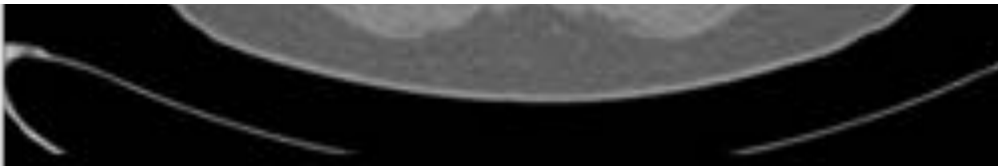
Estudio TC de un paciente con situs inversus, con situación especular pulmonar y de las cámaras cardíacas. La aorta se sitúa a la derecha
